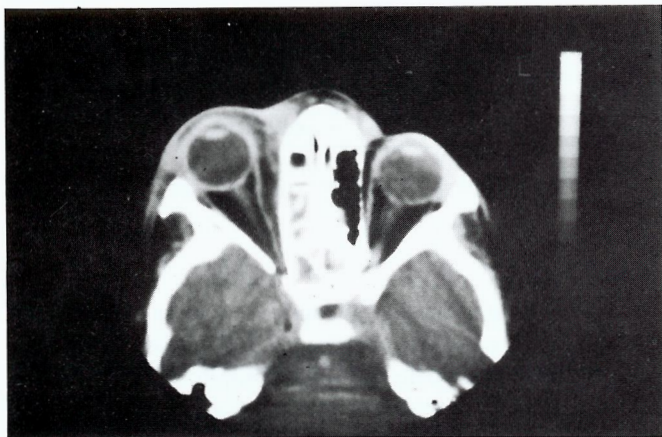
TAC revelando celulite da órbita pré e pós-septal à direita. É visível o empurramento do músculo recto interno, exoftalmia e sinusite etmoidal.
